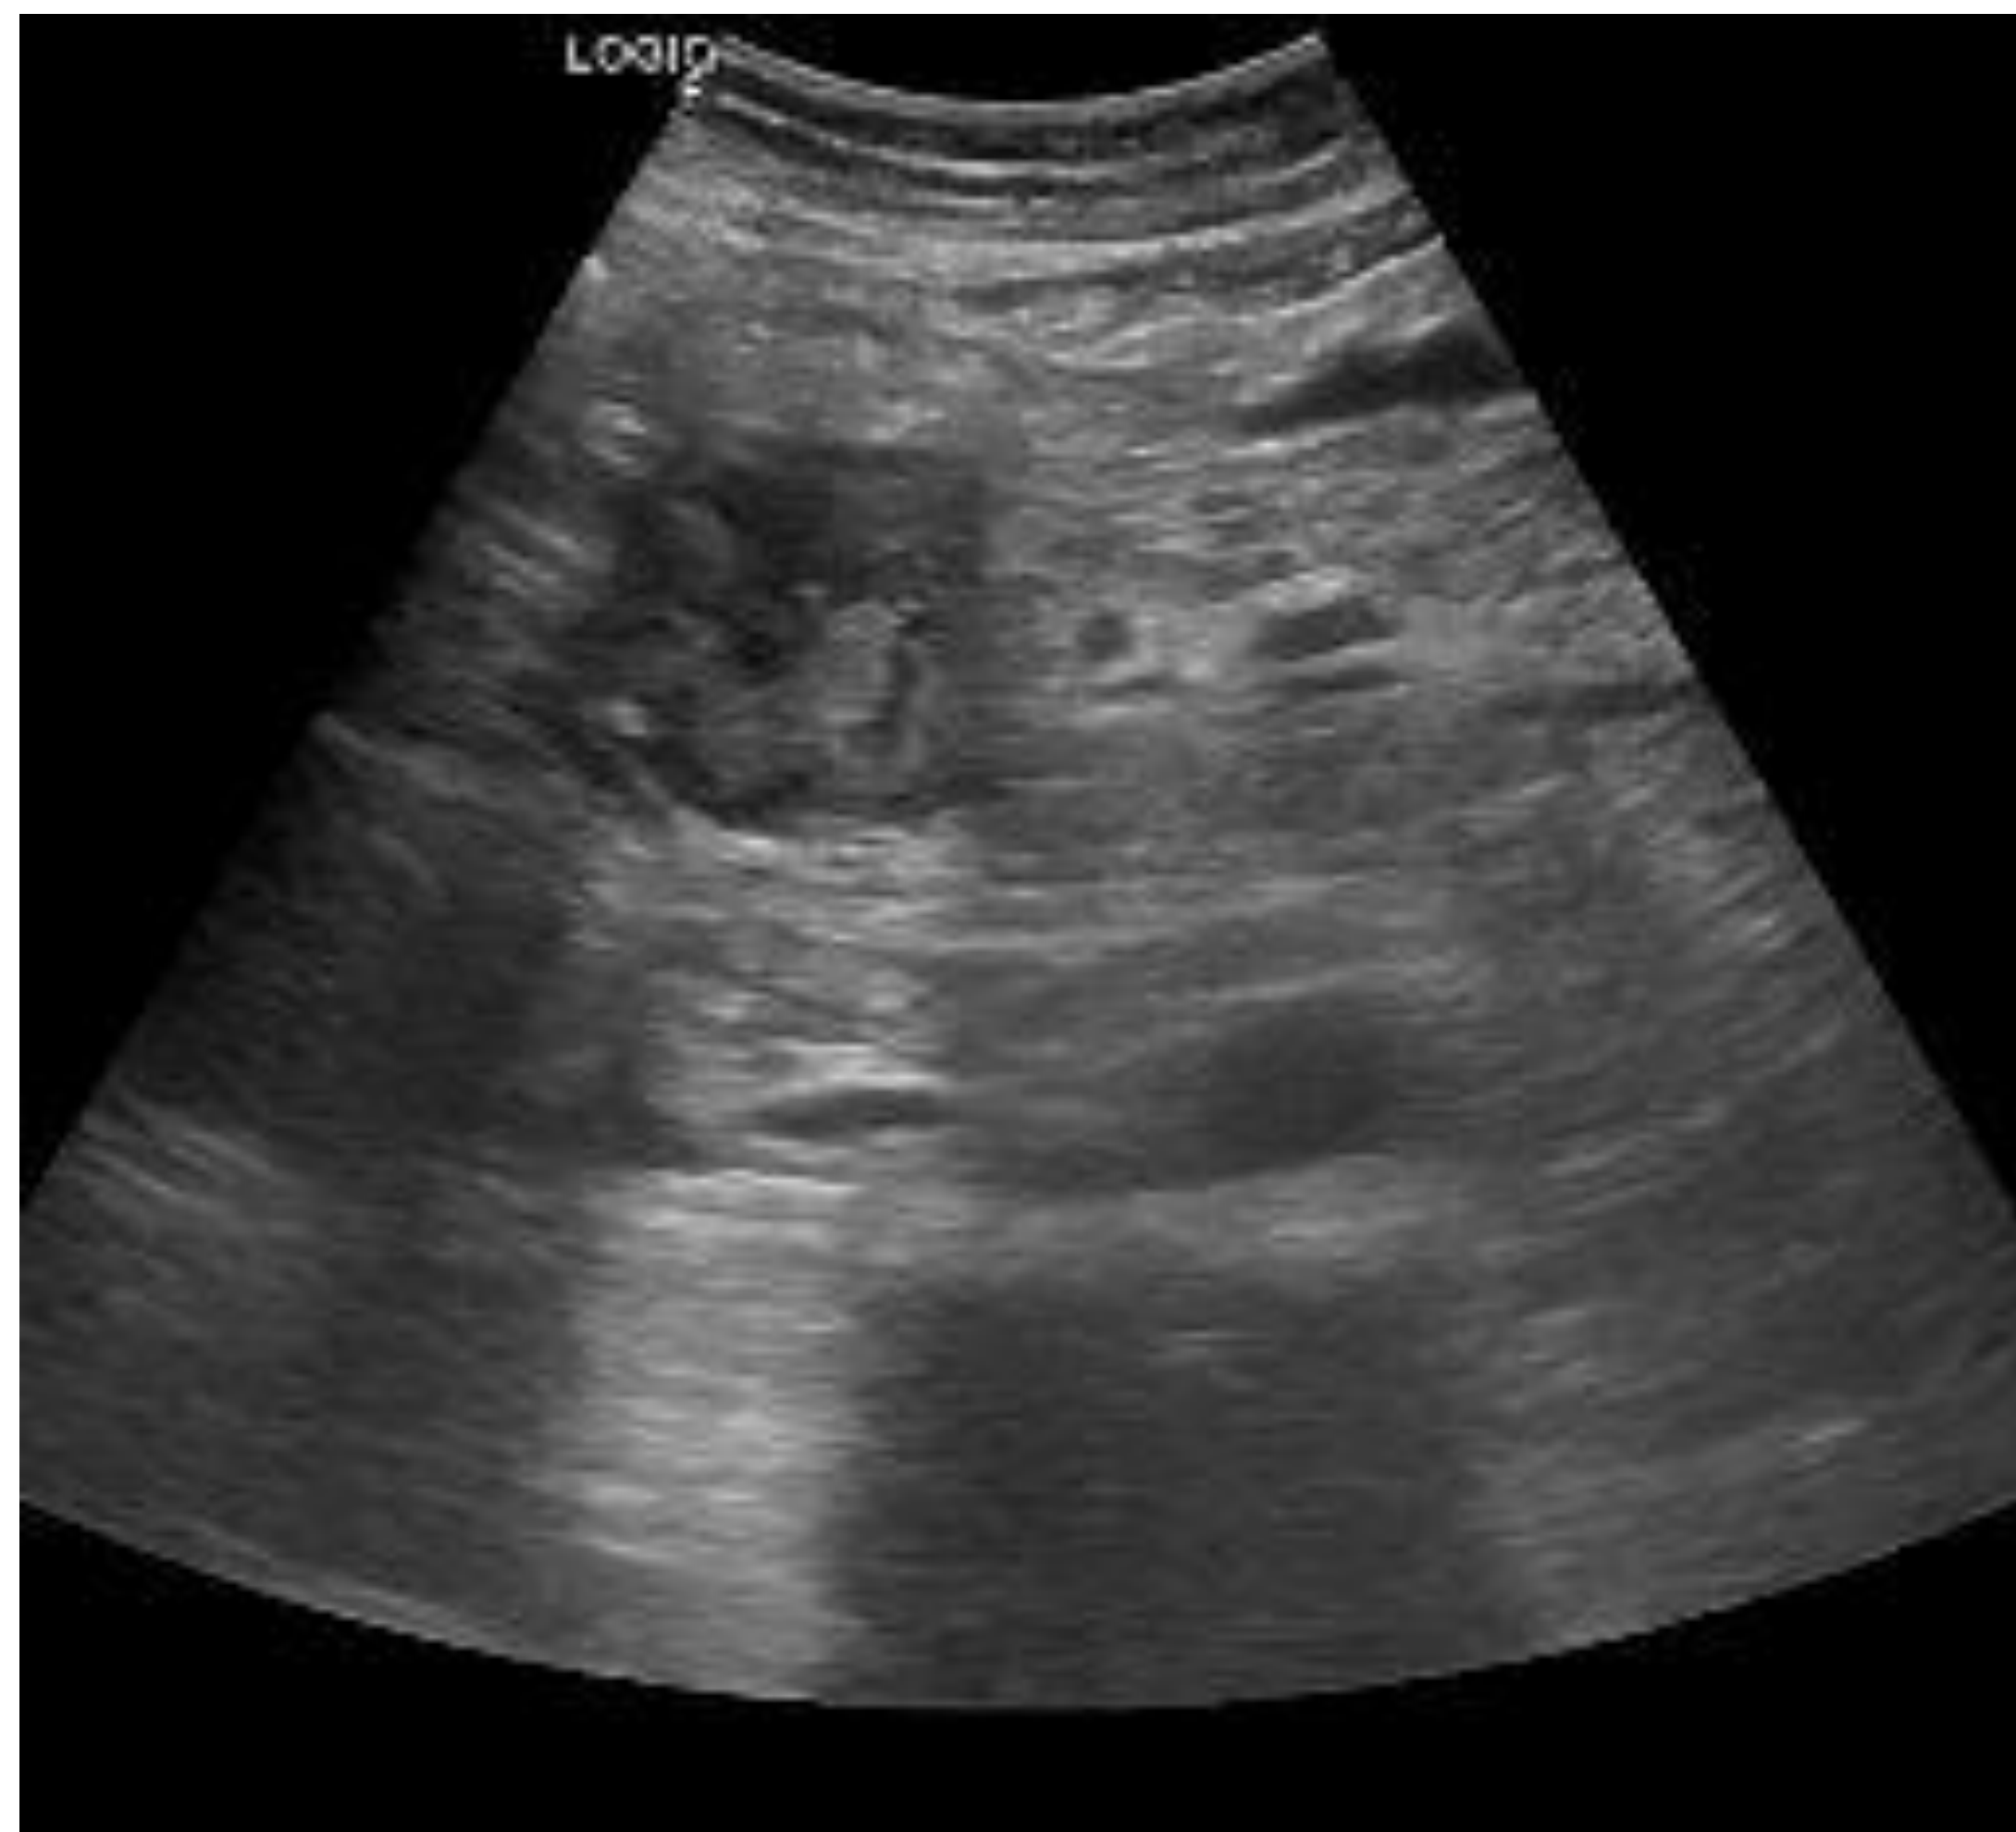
ecografía abdominal: masa de 6 cm definida en mesogastrio, sólida con vascularización Doppler
